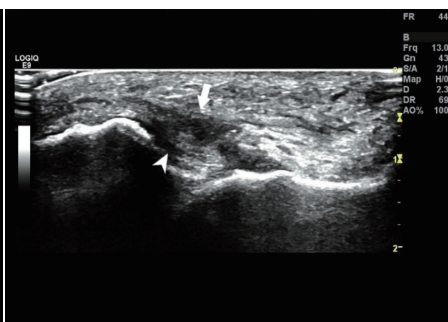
重度II级踝关节急性ATFL损伤患者(男,25岁)超声图,右侧韧带部分断裂,回声不均,连续性部分中断(箭头示),周边可见少量积液(箭头尖示)
